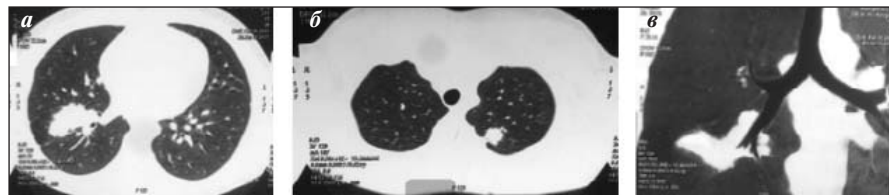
МСКТ органов грудной клетки пациента Р., 16 лет (а–в) – множественные узловатые образования в обоих легких
